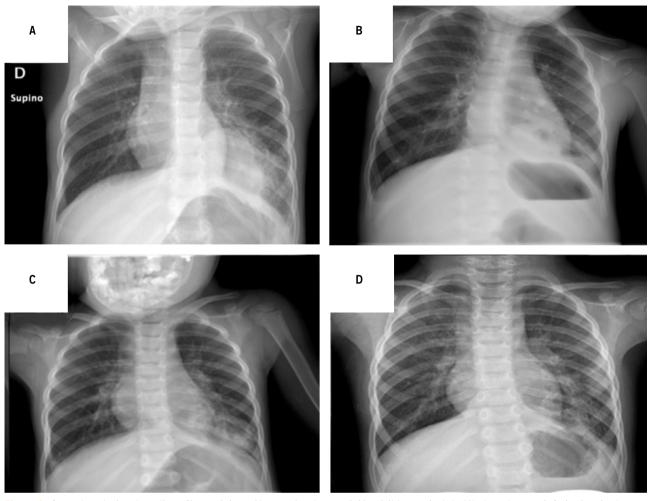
Control evolutivo de radiografías torácicas. Neumonías de repetición visibles a nivel de lóbulo pulmonar inferior izquierdo, con lesión triangular-pseudomasa, con aire en su interior, sugerentes de secuestro pulmonar. A) Julio 2022. B) Octubre 2022. C) Diciembre 2022. D) No coincidente con episodio infeccioso agudo.
